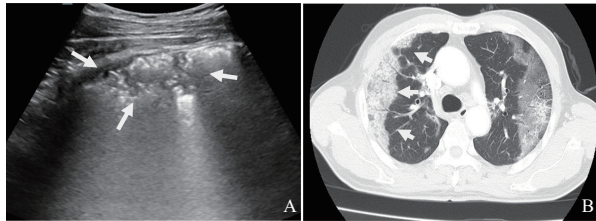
COVID-19右侧肺部病灶超声声像图与CT图像
